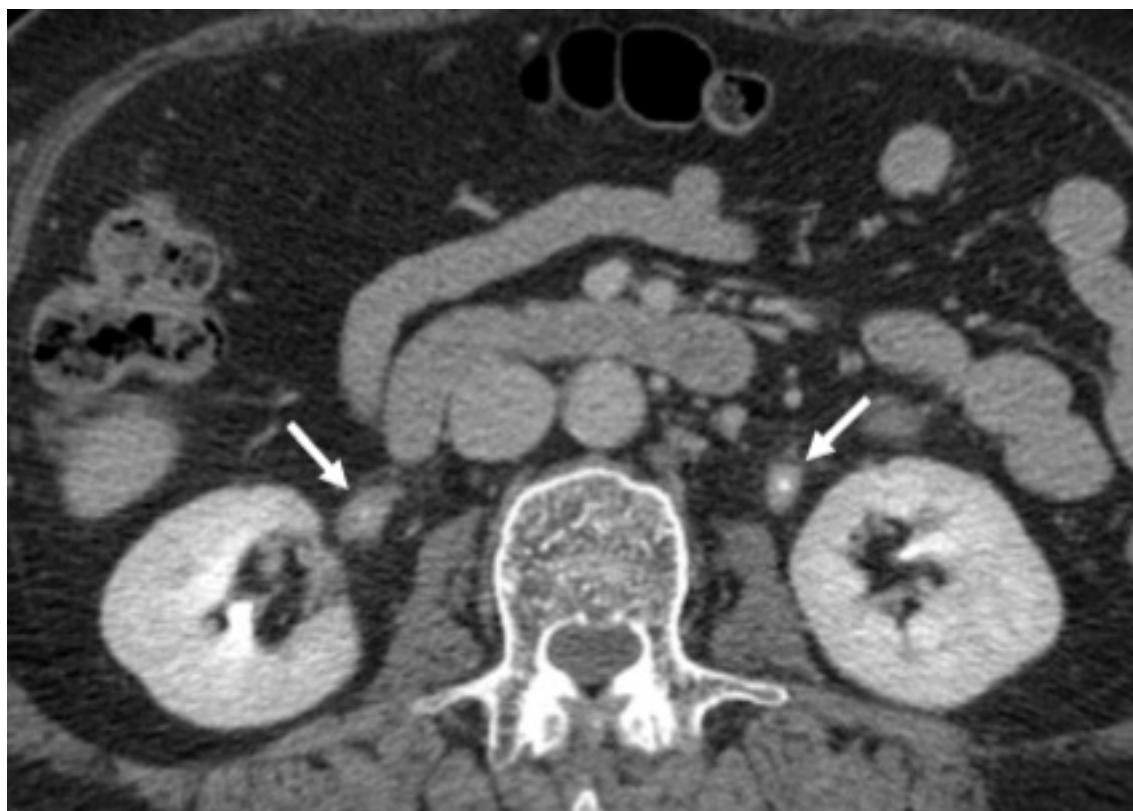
造影 CT (後期相) で左右尿管周囲に軟部濃度腫瘍を認める (矢印).
